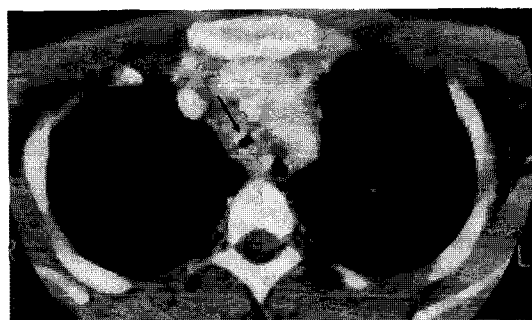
Chest CT scan showed circumferential and diffuse thickening of the lower tracheal wall, resulting in 4.5 cm long severe concentric stenosis.
